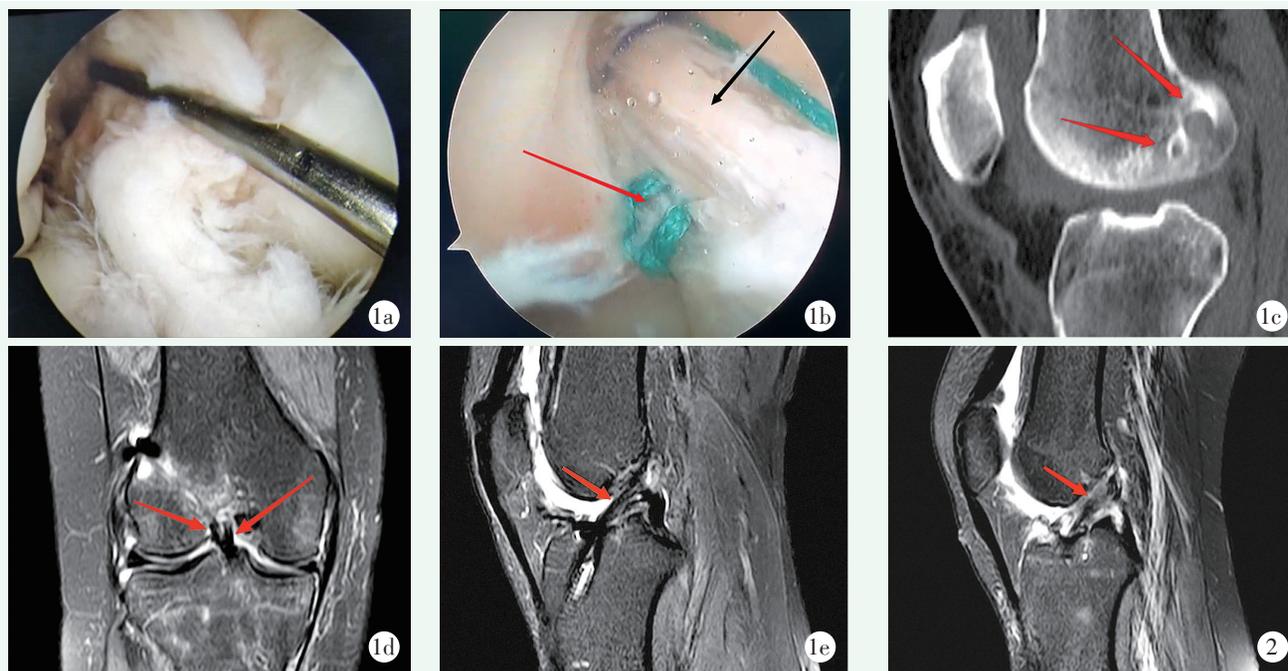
患者，男，24岁，镜下锚钉保残 ACL 重建治疗 1a: 镜下见 ACL 残端相对完整，未严重萎缩 1b: 术后镜下所见，黑色箭头为重建束，红色箭头为保留的残束 1c: 术后矢状位 CT，后上方箭头为重建骨道，前下方箭头为 Pushlock 位置 1d: 术后冠状面 MRI 左侧为重建束，右侧为保留残束 1e: 术后3个月矢状位 MRI 示重建移植腱信号均匀
